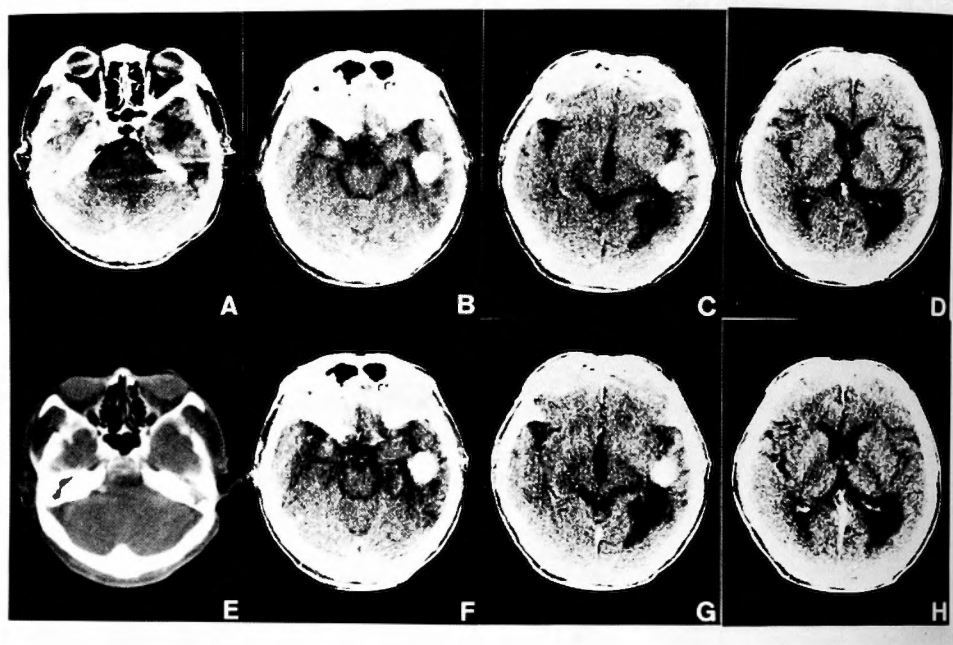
Plain CT scans (A-D) showing a round calcified mass in the left temporal lobe with low density area extending to the temporo-occipital region. The calcified mass and low density area did not enhance (F-H). A bone window setting (E) shows destruction of the lateral portion of the left petrous bone.
